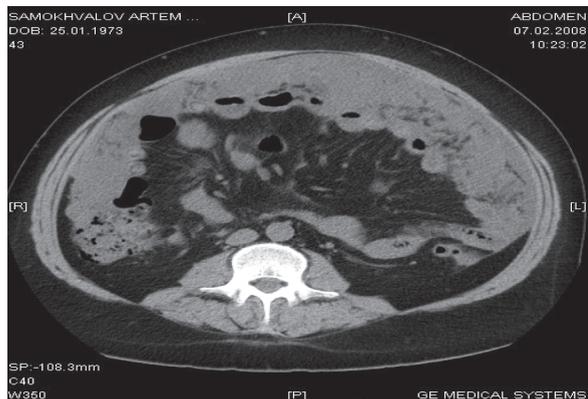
Компьютерная томография органов брюшной полости (канцероматоз с обсеменением поверхности печени, селезенки и брюшины, с массивным повреждением большого сальника)
